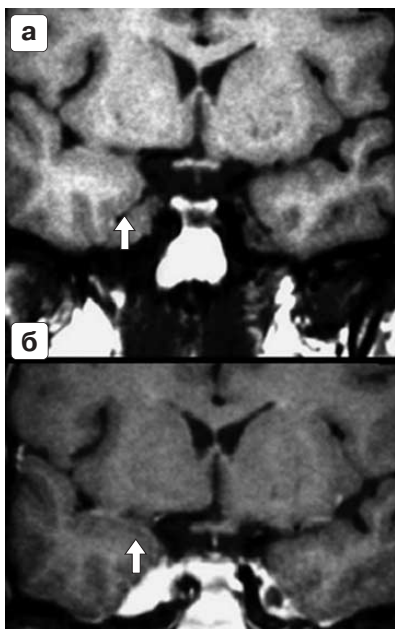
МРТ головного мозга. Первичная солидная лимфома. Коронарная проекция ИП SE T1 ВИ: а – в основании правой височной доли имеется зона со слабо гипоинтенсивным МР-сигналом (стрелка); б – после внутривенного введения Gd-DTPA отмечается интенсивное накопление препарата в лимфоме (стрелка).
